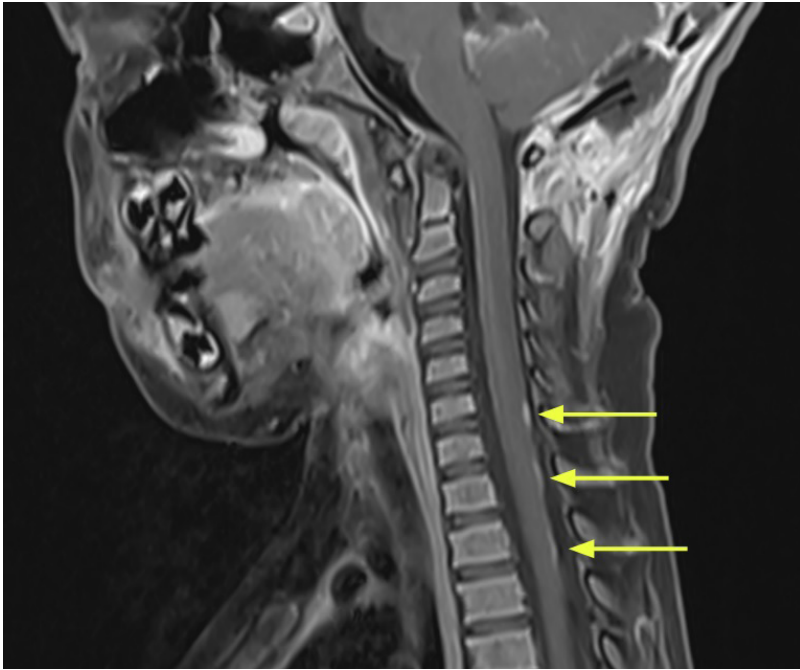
Corte sagital de RM de diseminación leptomeníngea de meduloblastoma. Es un patrón de recaída frecuente en este tipo de tumor. Se observan pequeñas lesiones puntiformes, marcadas con flechas amarillas, que corresponden a implantes meníngeos. A pesar de la ausencia de efecto masa, la infiltración genera síndromes medulares con paraparesia, disfunción vesical y dolores neuropáticos.
